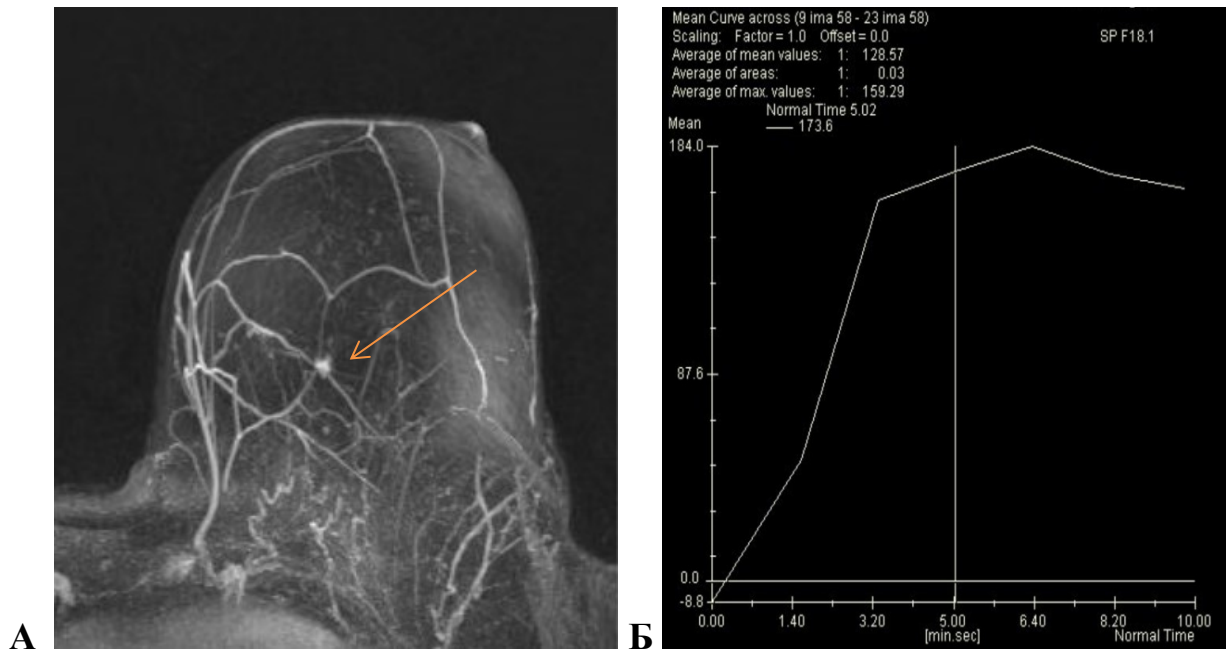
МРТ левой молочной железы: А — постконтрастный срез; Б — динамическое исследование, III тип кривой
